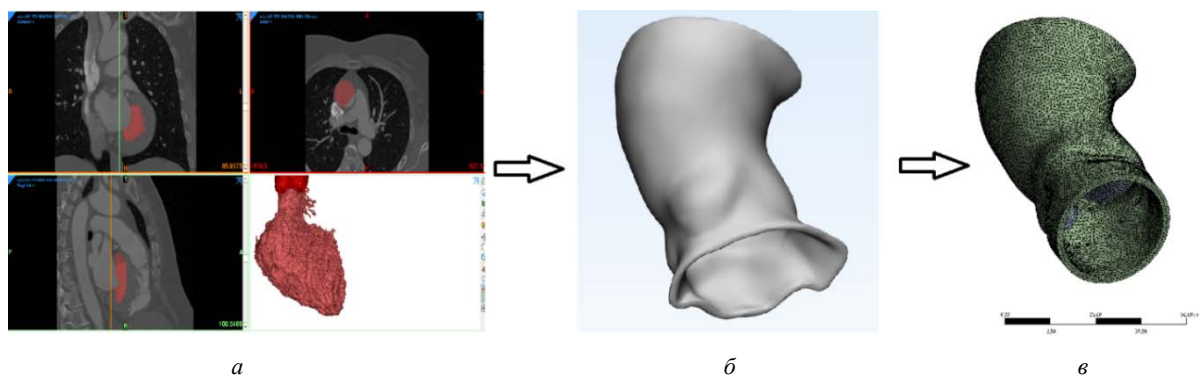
Аортальный клапан: а – КТ-снимки грудной клетки; б – твердотельная модель; в – построенная расчетная сетка
